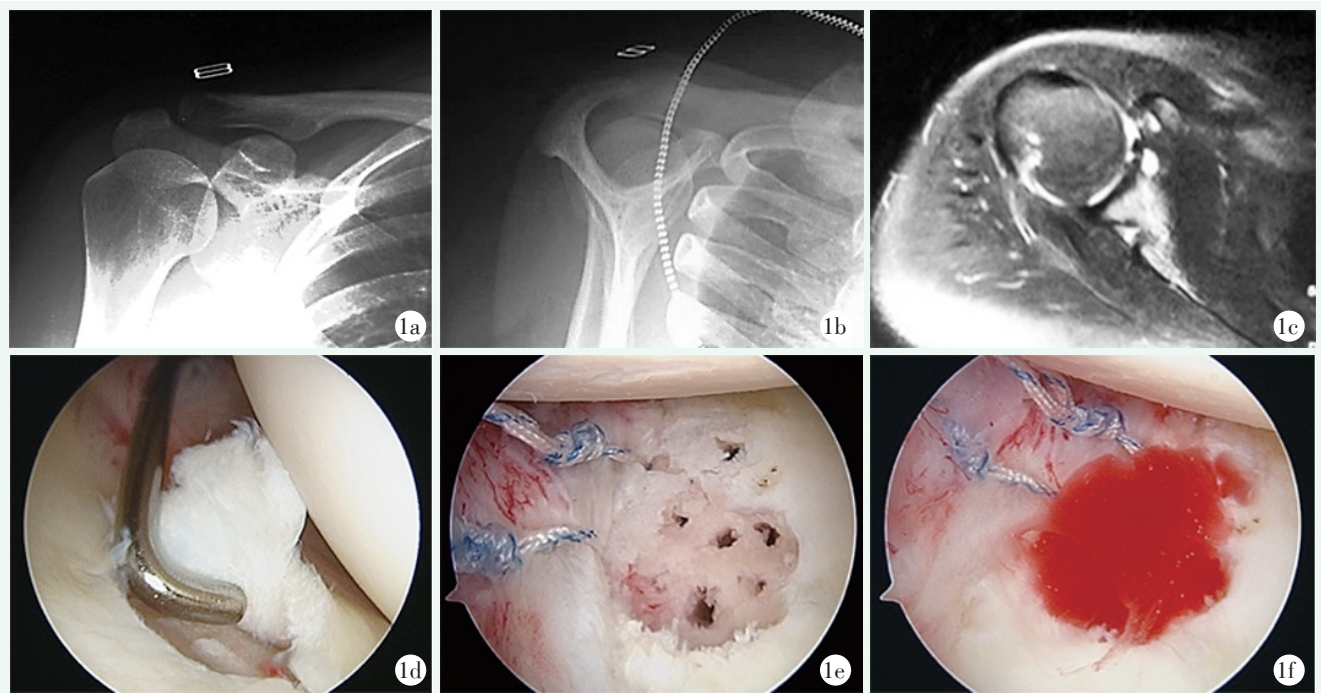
患者，女，40岁 1a, 1b: 术前右肩关节正位、Y位X线片未见异常 1c: MRI提示前下方肩胛盂骨质内囊变形成，肩袖连续性完好 1d: 镜下显示肩盂软骨损伤伴孟唇撕裂 1e: 清理软骨碎片置入缝合锚钉缝合修复孟唇复合体，软骨损伤处采用微骨折术 1f: 软骨微骨折创面血凝块形成
